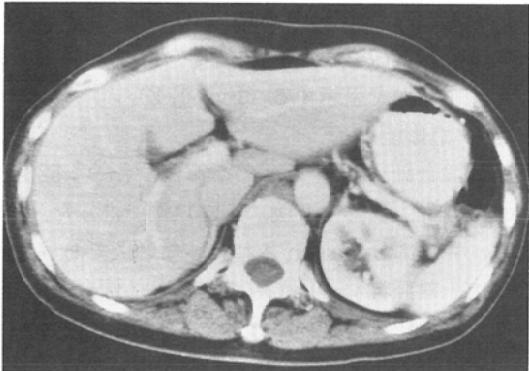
CT scan of the stomach with new barium
